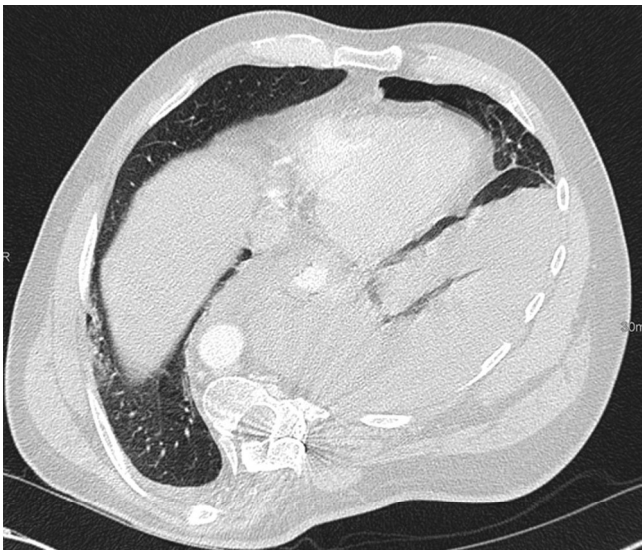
▲ Axiale CT: Ventrobasaler schmaler Pneumothorax und Pleuraerguss links. Fremdmaterial in Wirbelsäule
